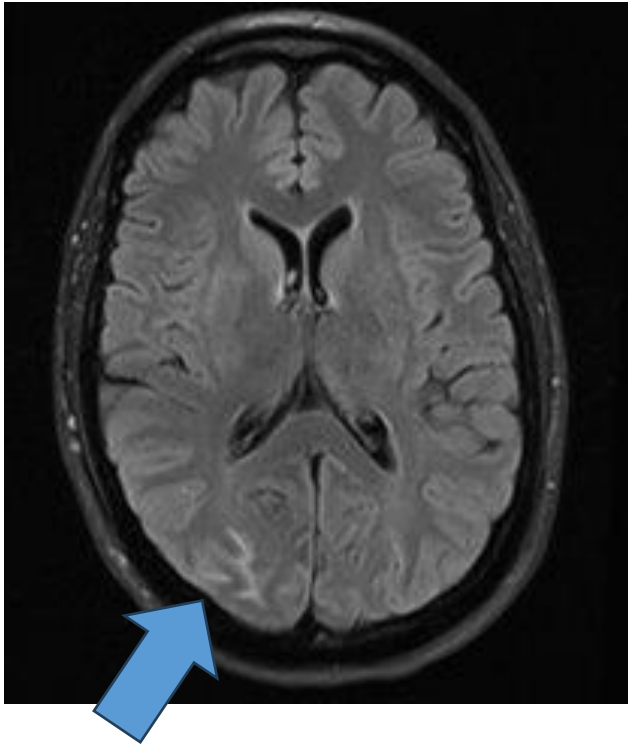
Puérpera de 32 años con preeclampsia grave que presenta episodios de cefalea opresiva de difícil control coincidentes con picos hipertensivos. Se realiza control por RM que muestra foco de HSA e hiperseñal subcortical occipital derecho (FLAIR, flecha azul). En la Angio-RM se observan múltiples estenosis con dilataciones post-estenóticas en ramas distales de ACM (M2), hallazgos compatibles con SVCR (círculos amarillos).
